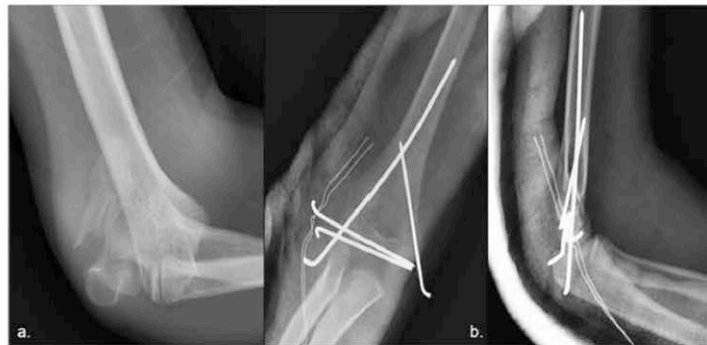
a. X-ray view in the emergency department. b. postoperative antero-posterior and lateral x-rays of the first patient.
